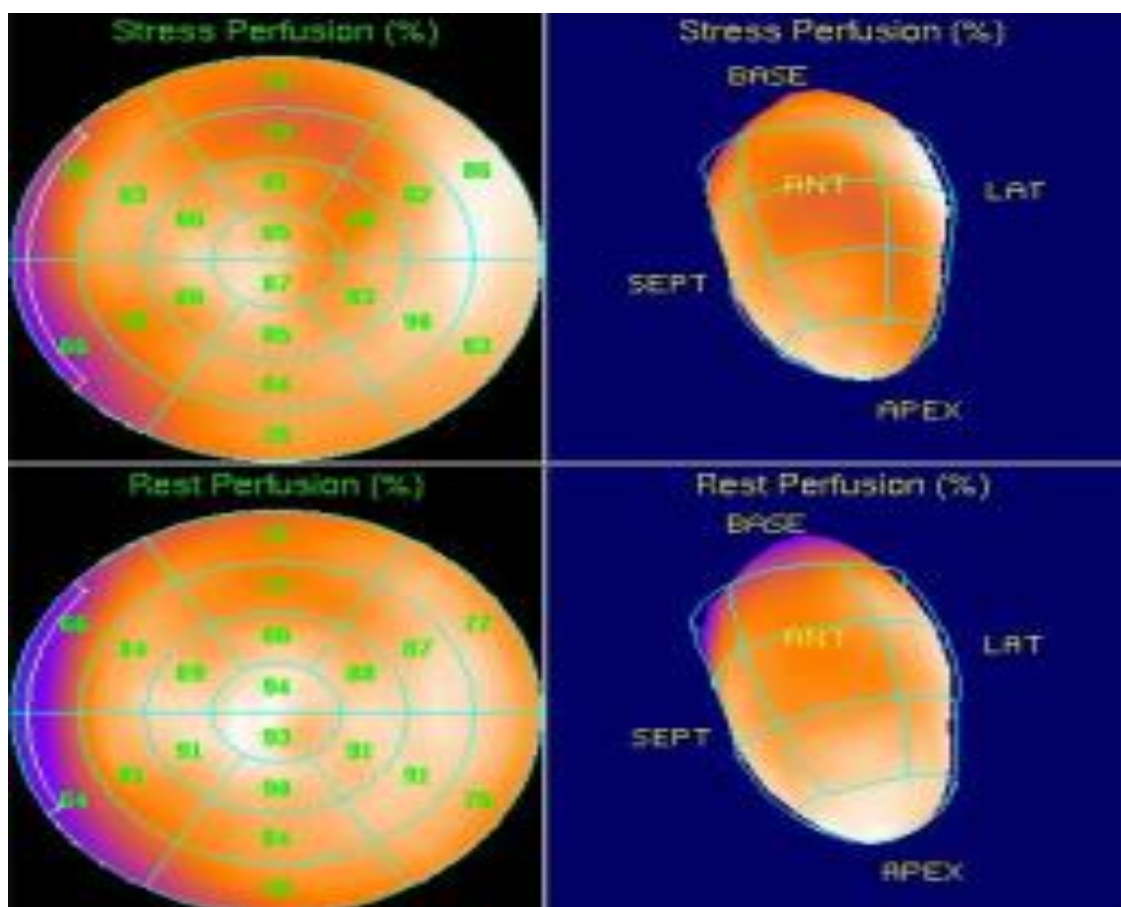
Сцинтиграмма миокарда
